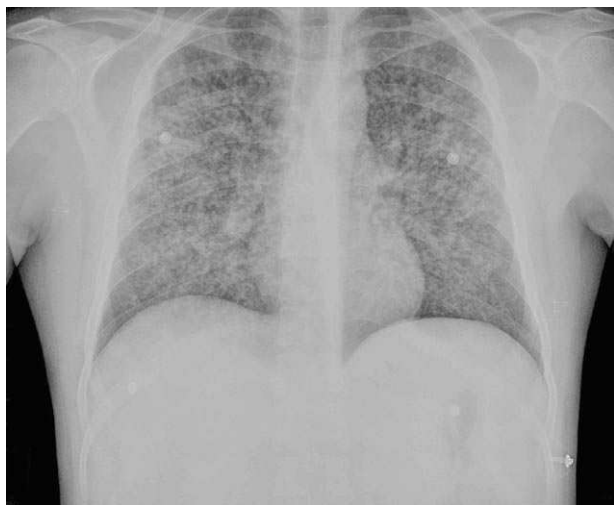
Patrón miliar en la radiografía de tórax aportada al ingreso.
